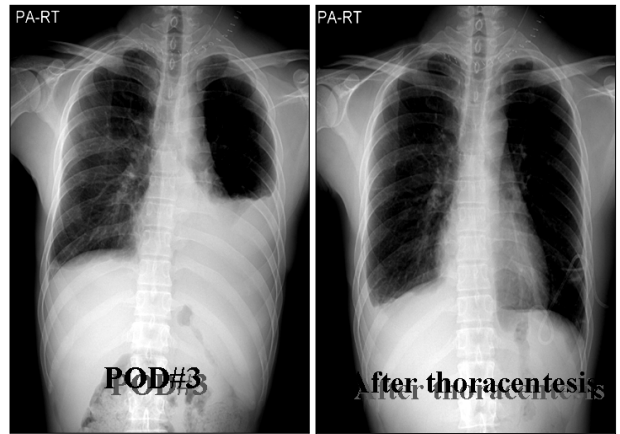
Chest X-ray before & after management of bilateral chylothorax(Case 2).
